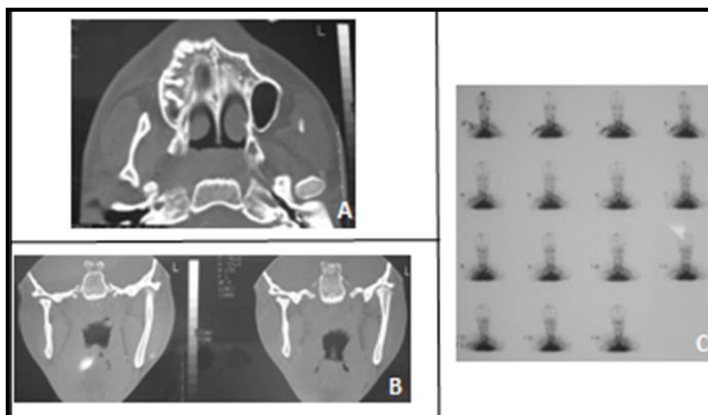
Aspectos imagiológicos encontrados no caso clínico. (a e b) tomografia computadorizada em cortes axial e coronal; (c) Cintilografia da ATM bilateralmente.
